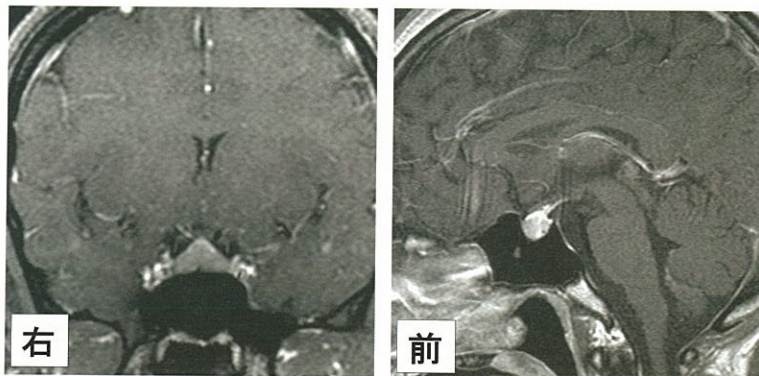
造影MRI(冠状断、矢状断) 治療開始5ヵ月
